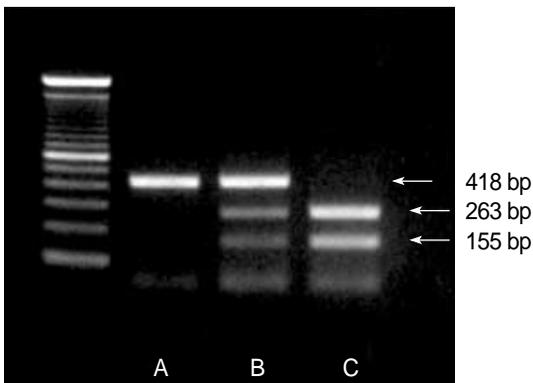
Identification of C and T allelic variants of CD14/-159. The T allele is uncut at 418 bp, whereas the C allele is cut resulting in bands of 263 bp and 155 bp (A, TT homozygote; B, CT heterozygote; C, CC homozygote).
